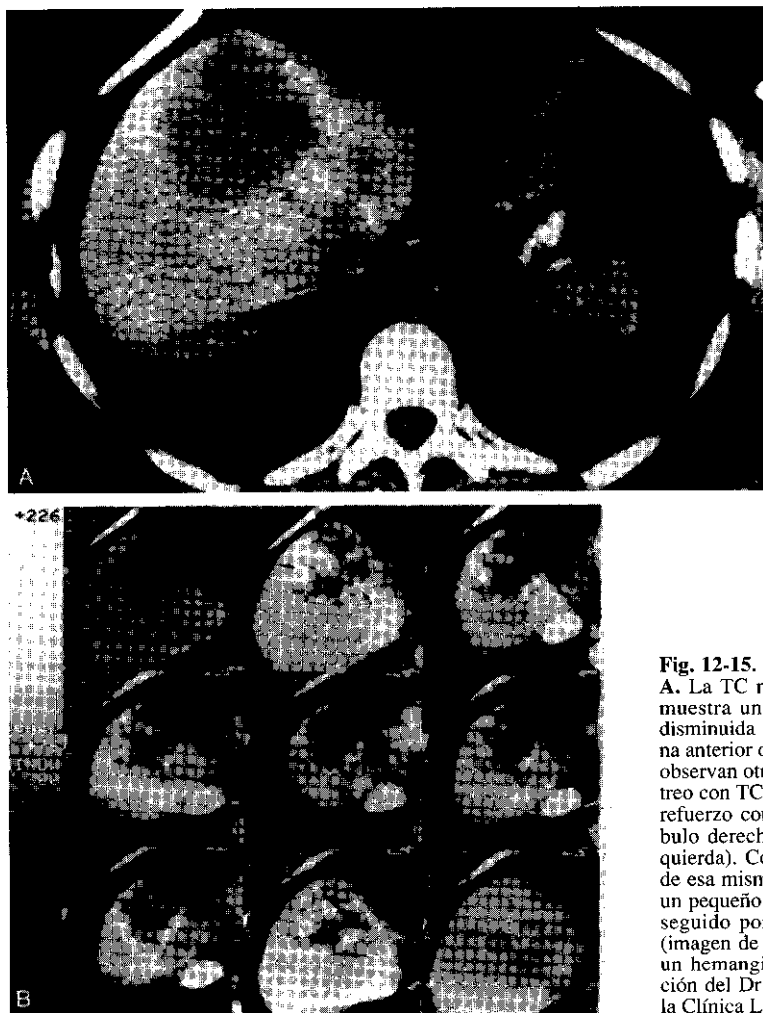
A y B. Estudio con TC del hígado. A. La TC no reforzada del abdomen superior muestra una zona redondeada con absorción disminuida (*triángulo negro*) ubicada en la zona anterior del lóbulo derecho del hígado. No se observan otras anomalías. B. Un nuevo rastreo con TC, realizado en forma dinámica y con refuerzo contrastado, muestra la lesión del lóbulo derecho del hígado (imagen superior izquierda). Con una rápida secuencia de rastreos de esa misma zona, se observa en forma inicial un pequeño refuerzo del borde (*flechas negras*) seguido por un relleno isodenso de la lesión (imagen de la derecha y abajo) compatible con un hemangioma cavernoso del hígado. (Atención del Dr. Carl R. Larsen, Centro Médico de la Clínica Lahey, Burlington, MA.)
